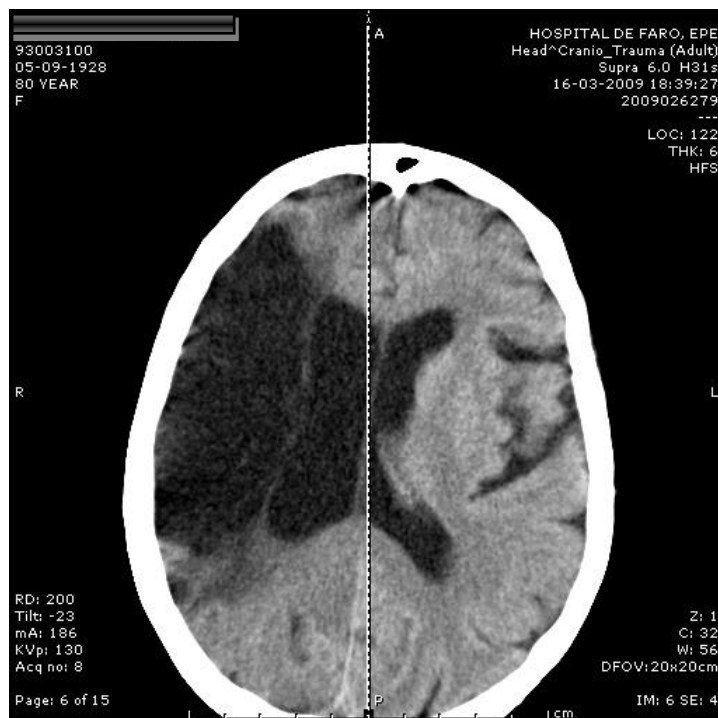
Representação imagiológica do exame do TAC do paciente nº 18, onde a lesão é facilmente visível no lobo parietal e frontal no lado esquerdo da imagem, com uma aparência mais escura.
